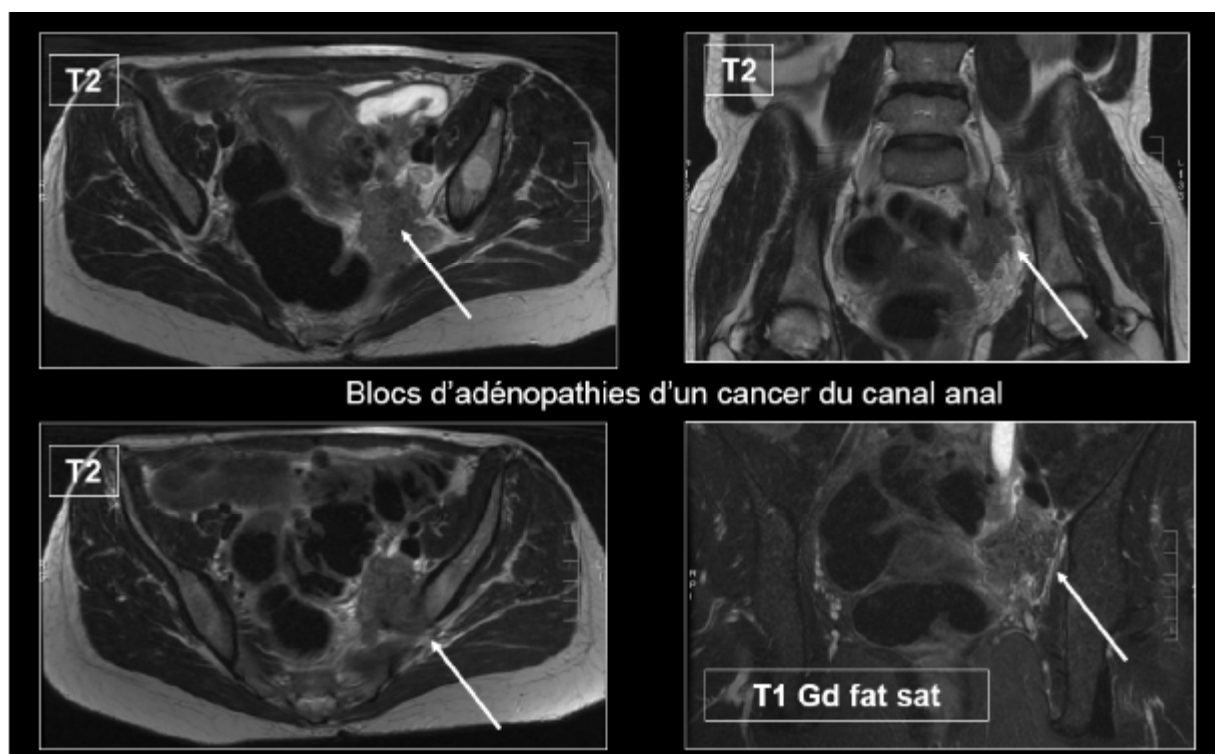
Coupes IRM en T1, T2 mettant en évidence des blocs d'ADPs en cas de cancer anal [32]
